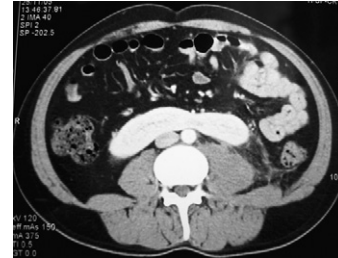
TAC, corte transversal. Fusión de los polos inferiores de ambos hemirriñones. A este nivel aún se observa el borramiento de los límites del psoas.
